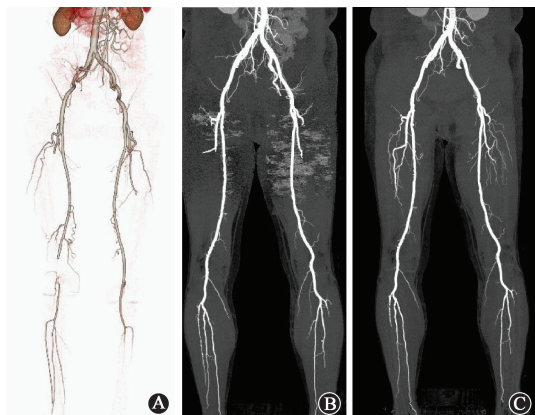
下肢动脉 CTA 图 A. 120 kV + FBP 的 VR 图;
